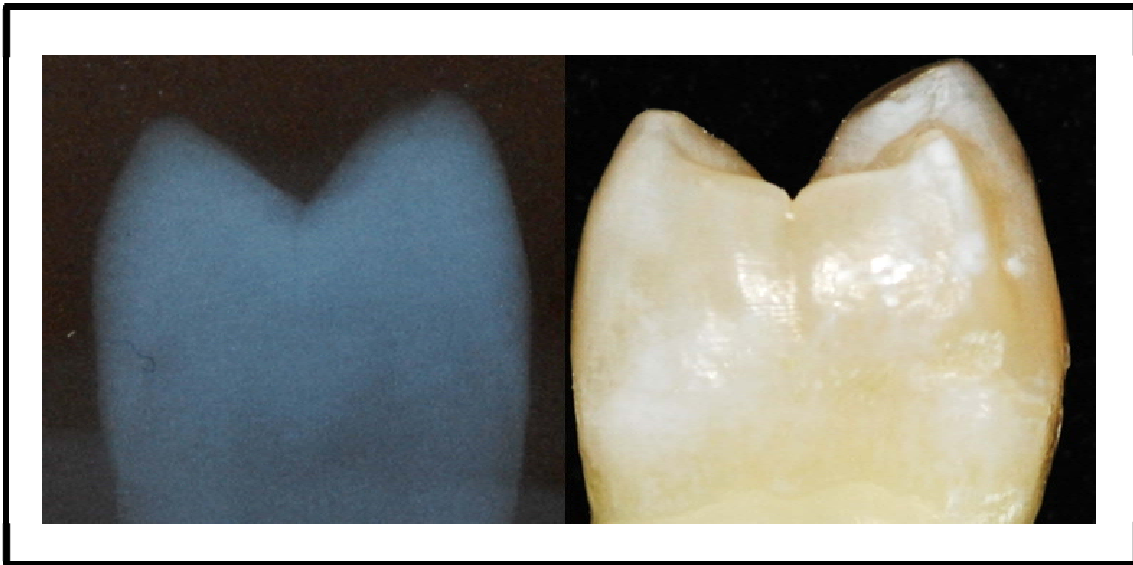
Radiografia periapical da coroa do dente hígido e vista proximal do dente.
